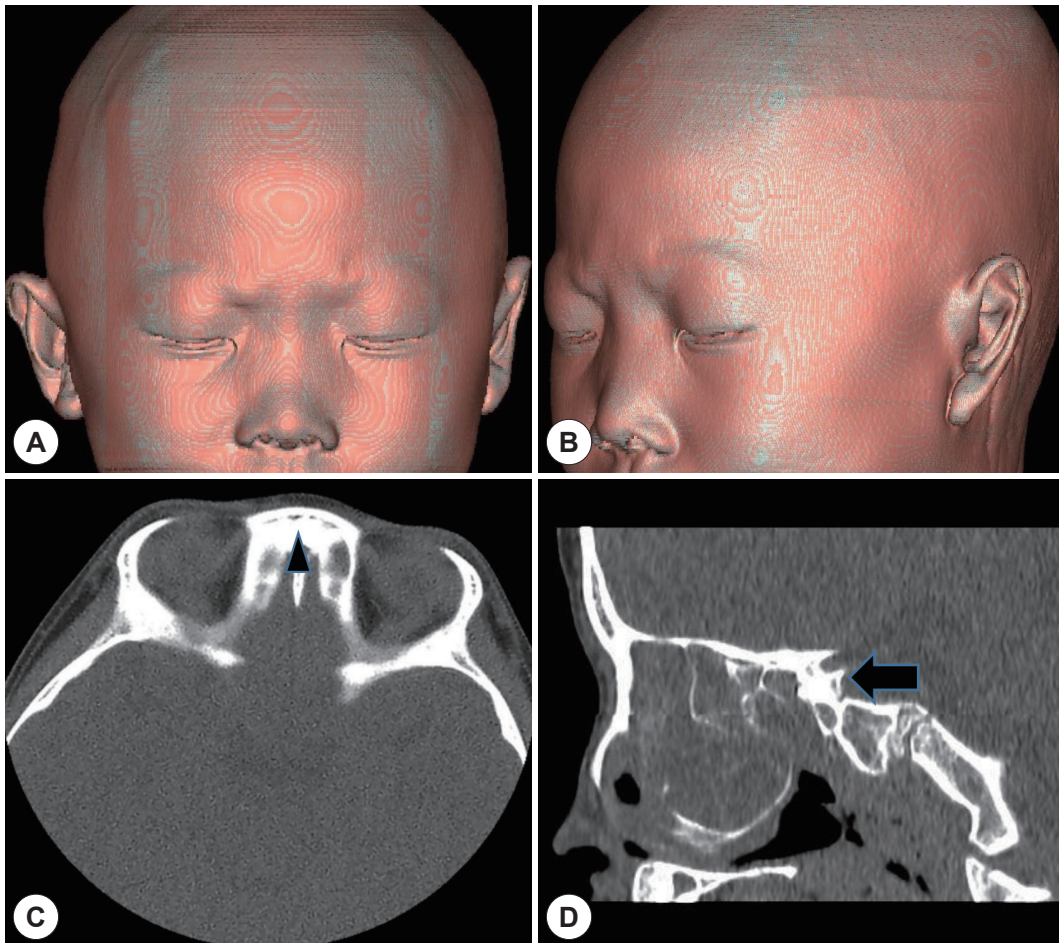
Radiologic findings. A, B: Three dimensional reconstruction of CT showing widened and low nasal dorsum. C: Axial view of computer tomography showing the hypoplasia of the frontal sinus (arrowhead). D: Sagittal view of computer tomography showing the hypoplasia of the sphenoid sinus (arrow).
